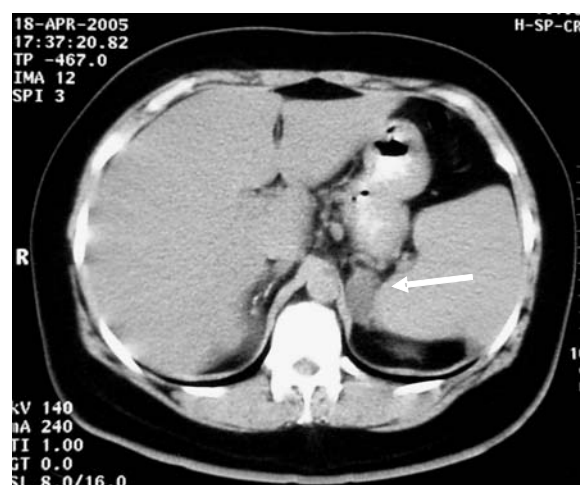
Tomografia computadorizada de abdome, revelando massa adrenal esquerda de 3 cm e 40 UH (seta)
